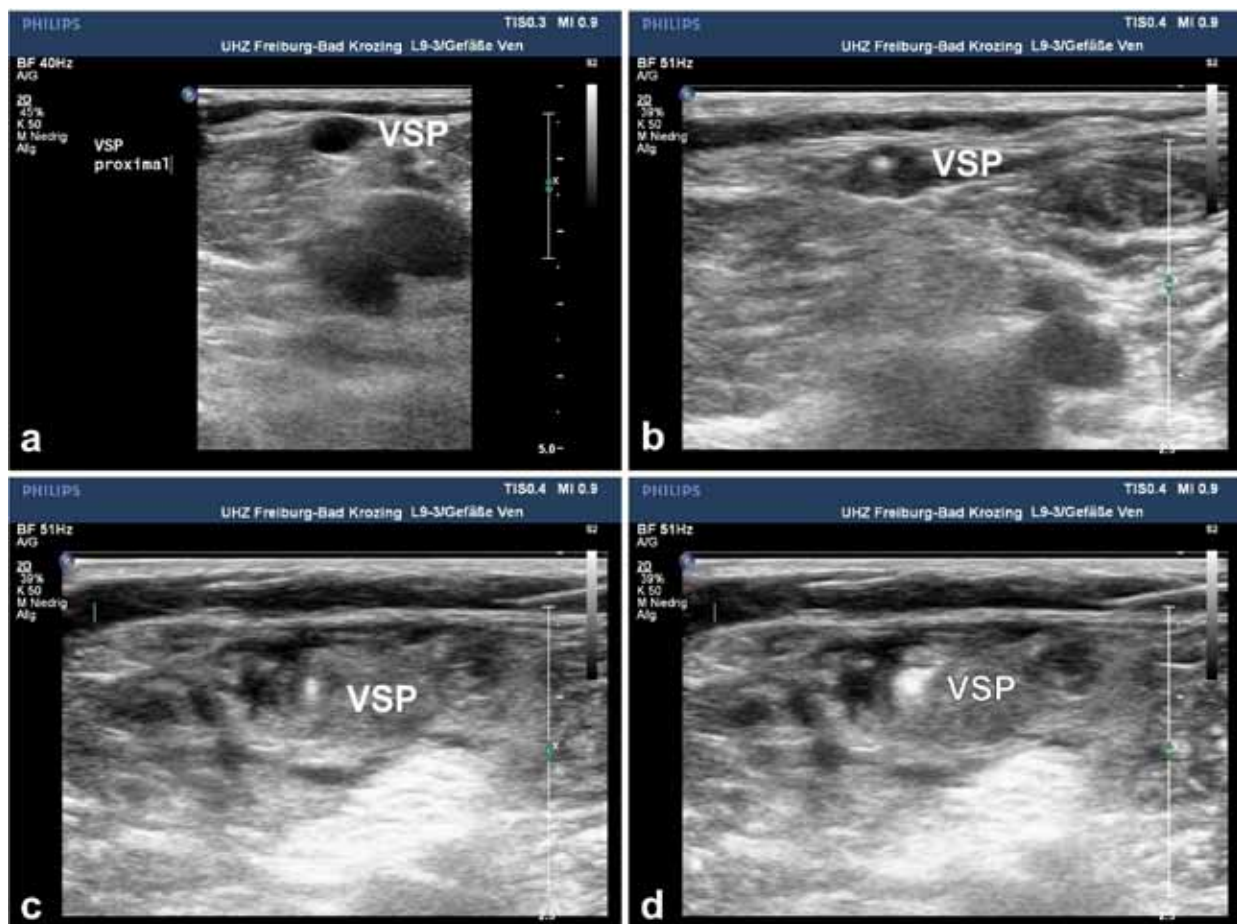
Beispiel einer B-Mode-Sonographie der proximalen Vena saphena parva (VSP) periinterventionell. a: VSP vor Interventionsbeginn; b: VSP mit einliegender Radial-Slim-Faser; c: VSP mit einliegender Radial-Slim-Faser nach Tumescenzanästhesie; d: VSP nach Laserbehandlung (Radial-Slim-Faser zwischenzeitlich entfernt).
